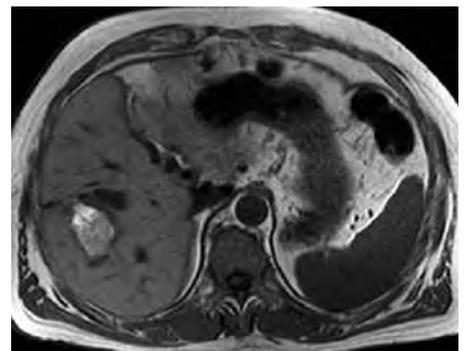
Native T1-gewichtete MRT-Aufnahme 24h nach RFA
